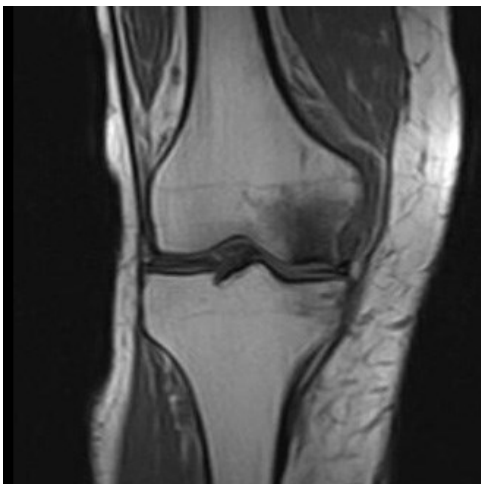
Morbus Ahlbäck am medialen Kondylus, MRT;
